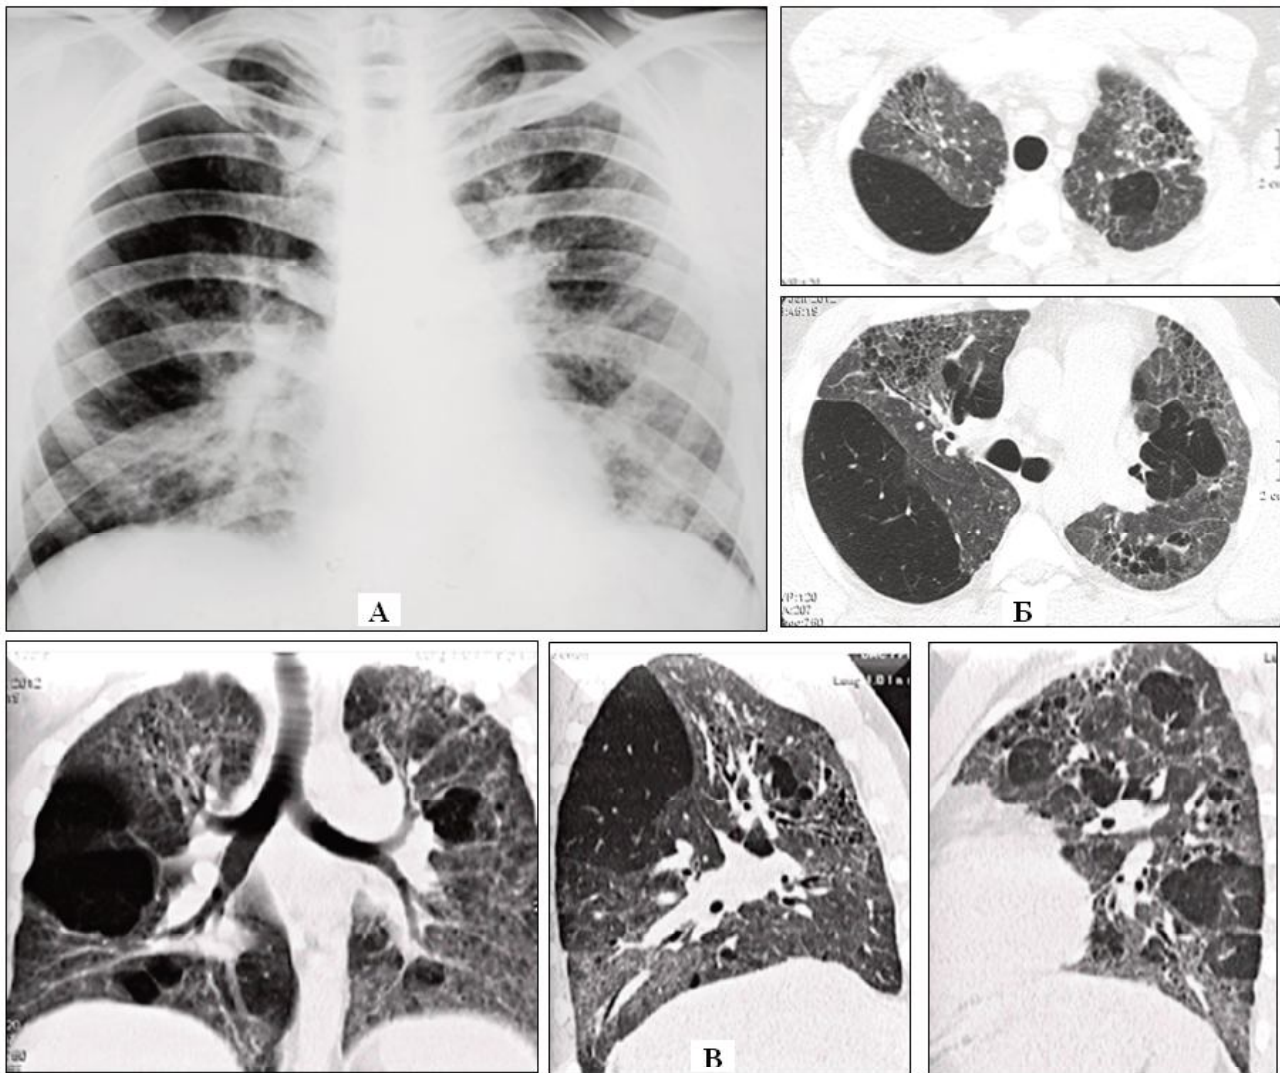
Пациент П., 26 лет. Прогрессирующая легочная дистрофия с образованием множественных буллезно-кистозных структур. А – рентгенограмма грудной клетки во фронтальной проекции. Повышенная пневмотизация правого легкого без дифференцировки полостных структур. Б – аксиальные срезы. В – мультипланарная реконструкция во фронтальной, правой боковой и левой боковой проекциях. Видны множественные буллезно-кистозные структуры диаметром от 2-3 мм до 32 мм. Наблюдается компрессия легочной ткани полостными образованиями.
